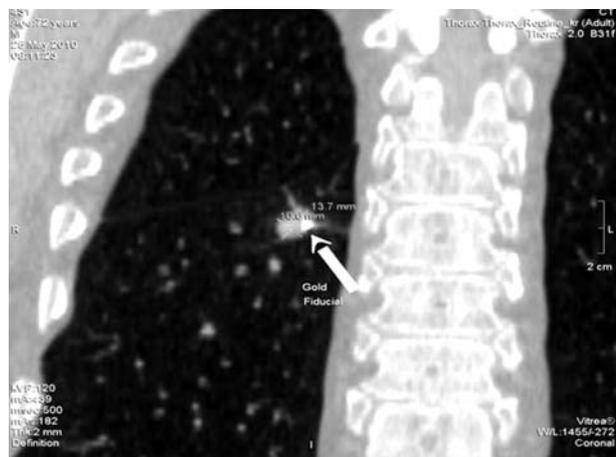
Больной Г. КТ через 1 месяц после лечения. Стрелкой отмечена «остаточная тень» небольших размеров.
